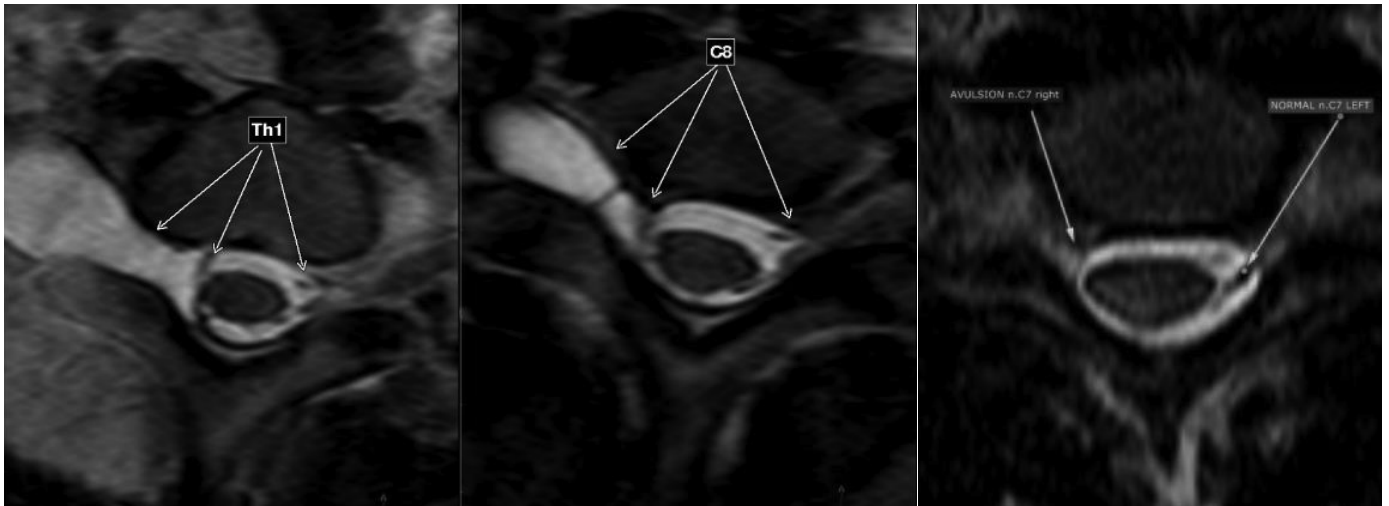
На МР-томограмах у режимі T2 33 в аксіальній проекції визначається відрив правих корінців C7, C8, Th1 та псевдоменингоцеле (праворуч) на рівнях правих корінців C8, Th1
